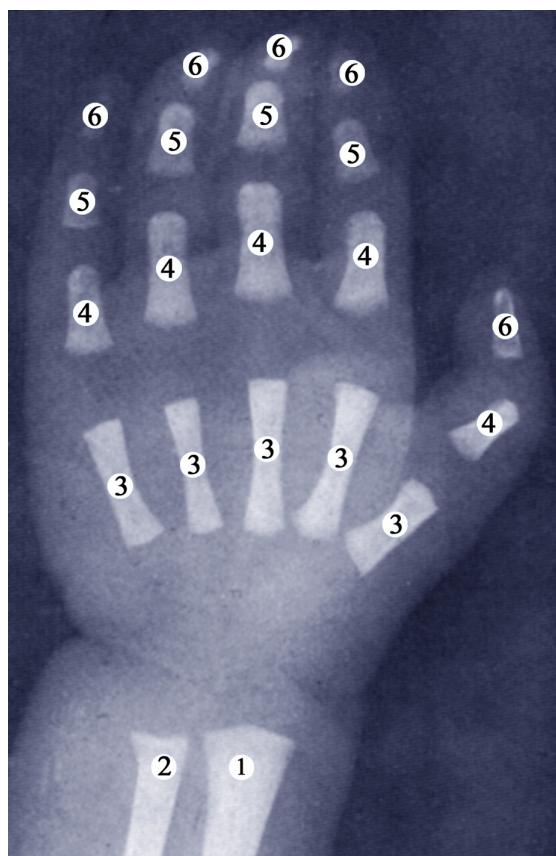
Рентгенограма передпліччя та кисті новонародженого: 1 – дистальний відділ променевої кістки; 2 – дистальний відділ ліктьової кістки; 3 – п'ясткові кістки; 4 – проксимальні фаланги пальців; 5 – середні фаланги пальців; 6 – кінцеві фаланги пальців
